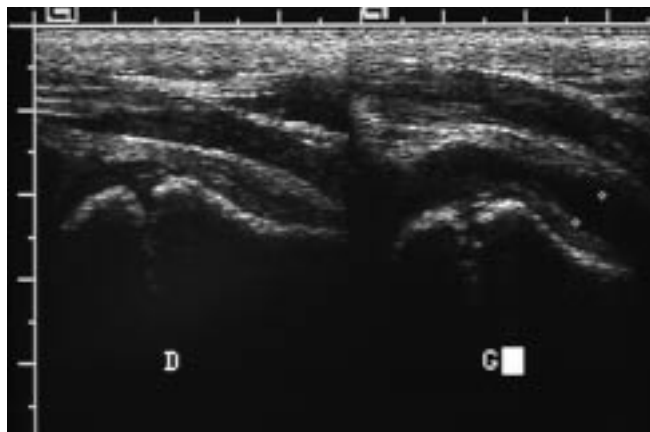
Boiterie chez un garçon de cinq ans. Échographie de hanche par voie antérieure montre à droite un aspect normal et à gauche un épanchement transsonore avec paroi épaisse. L'évolution permet de porter le diagnostic de « rhume de hanche »
